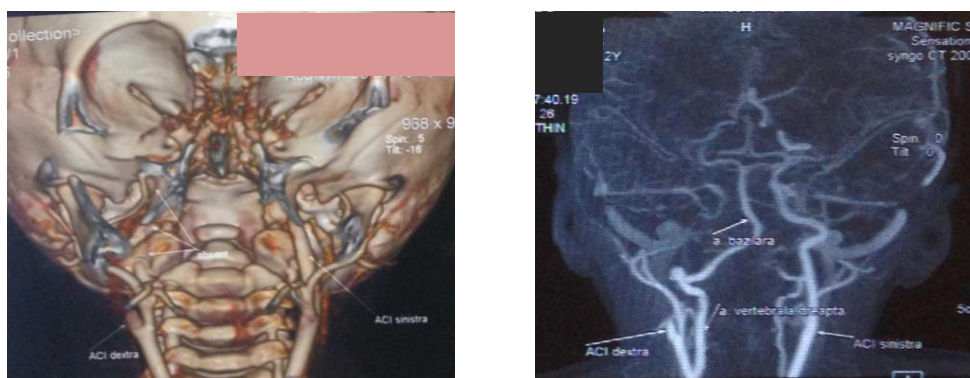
Pacientă cu vârsta de 2 ani și 1 lună, arteriografie cerebrală prin TC: lipsa contrastării ACI dextra (segmentul extra- și intracerebral)
